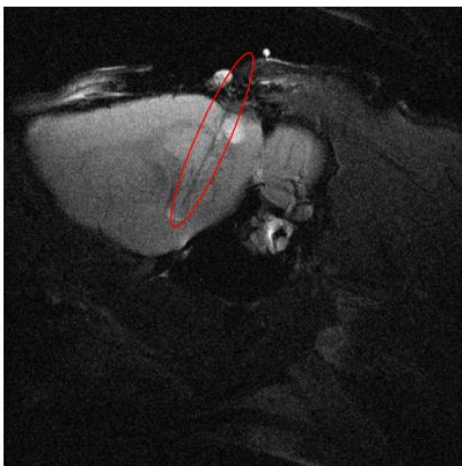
經 MRI T2 結構影像確認電極成功植入至目標腦區海馬迴
